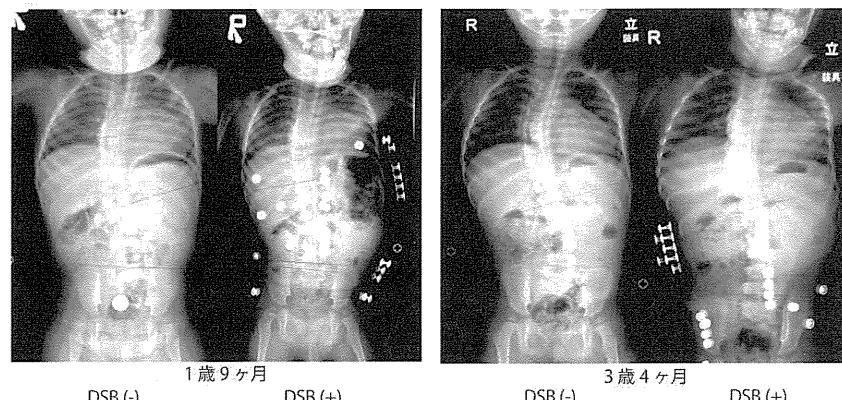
X線の経時的変化。1歳9ヶ月でCobb角は装具なし30度、装具ありで25度。3歳4ヶ月で装具なし33度、装具あり25度である。
